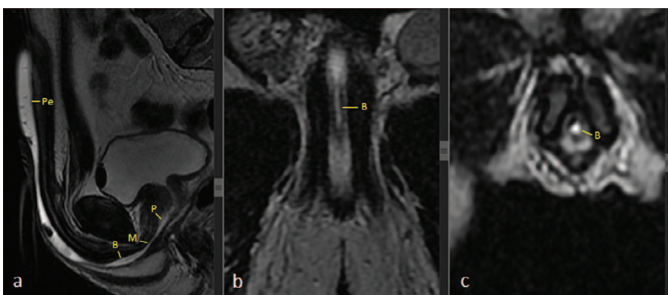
Визуализация мужской уретры при МРТ: T2-взвешенное сагиттальное изображение – простатическая (P), мембранозная (M), бульбозная (B) и пенильная (Pe) части уретры (a); T2-взвешенное аксиальное изображение – бульбозная часть (M) уретры (b) T2-взвешенное коронарное изображение – бульбозная часть (M) уретры (c). Собственные данные
